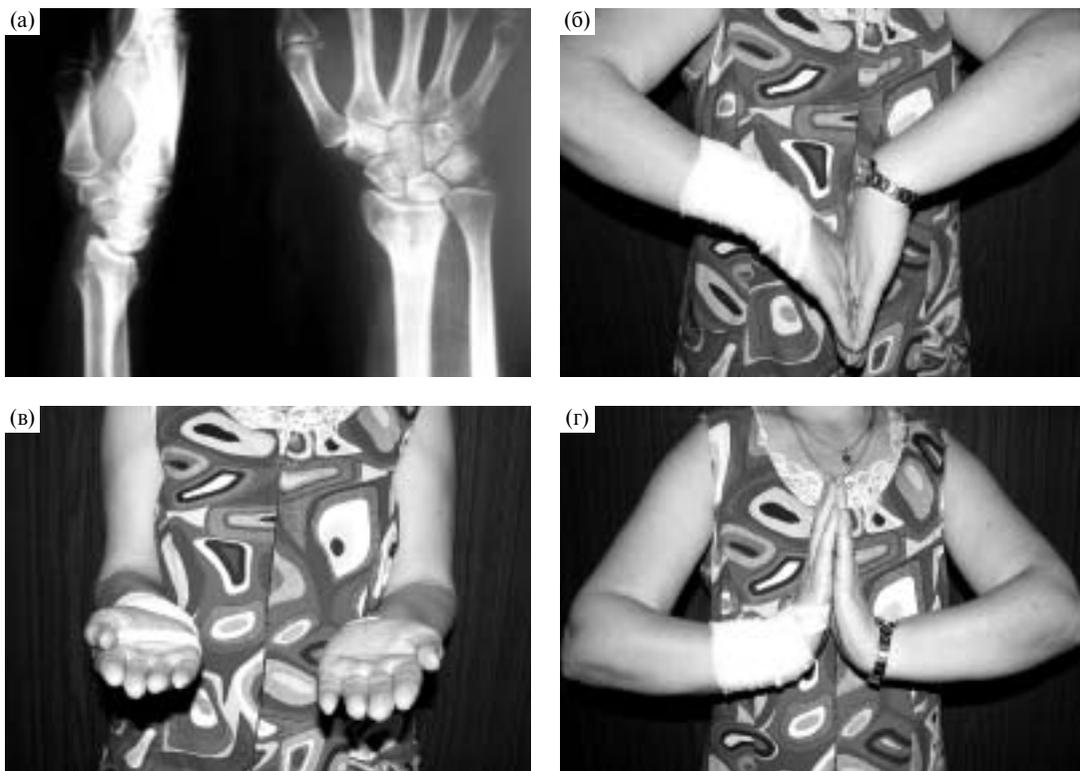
Больная В., неправильно сросшийся перелом дистального эпиметафиза правой лучевой кости. Рентгенограммы лучезапястного сустава (а) и функция кисти (б–г) до начала лечения.
